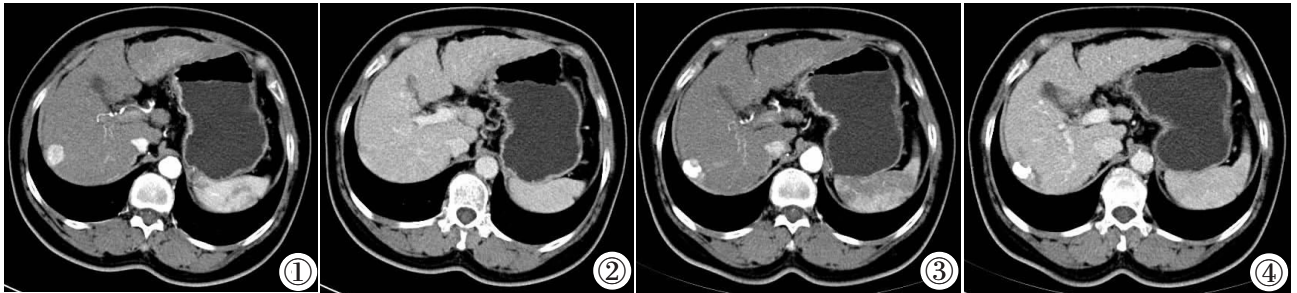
~4 男,70 岁,乙肝病史 29 年,2019 年 10 月 CT 增强扫描发现肝右叶边缘处病变,图 1 示动脉期明显强化,图 2 示静脉期强化减低。患者经介入治疗后,2020 年 5 月 CT 增强扫描显示病变边缘处复发,图 3 示动脉期碘油栓塞边缘处可见结节状强化,图 4 示静脉期该处强化减低。
